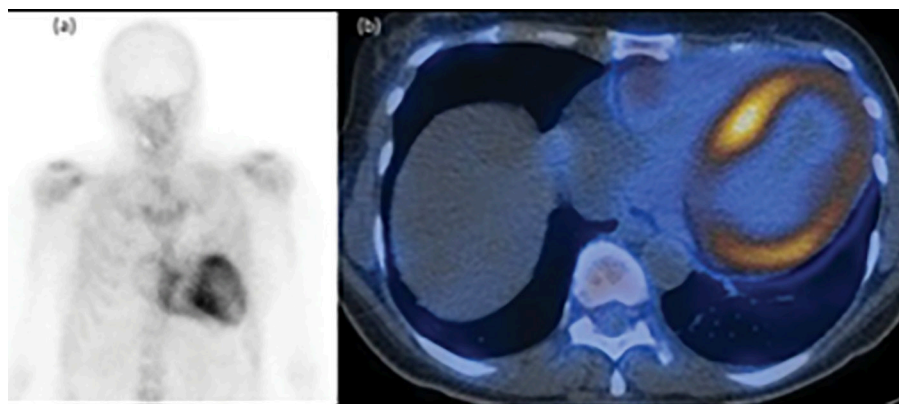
Gammagrama cuerpo entero, con ^{99m}Tc -DPD a) SPECT-CT b) Perugini grado 2, en paciente con amiloidosis cardíaca ATTR (40).
